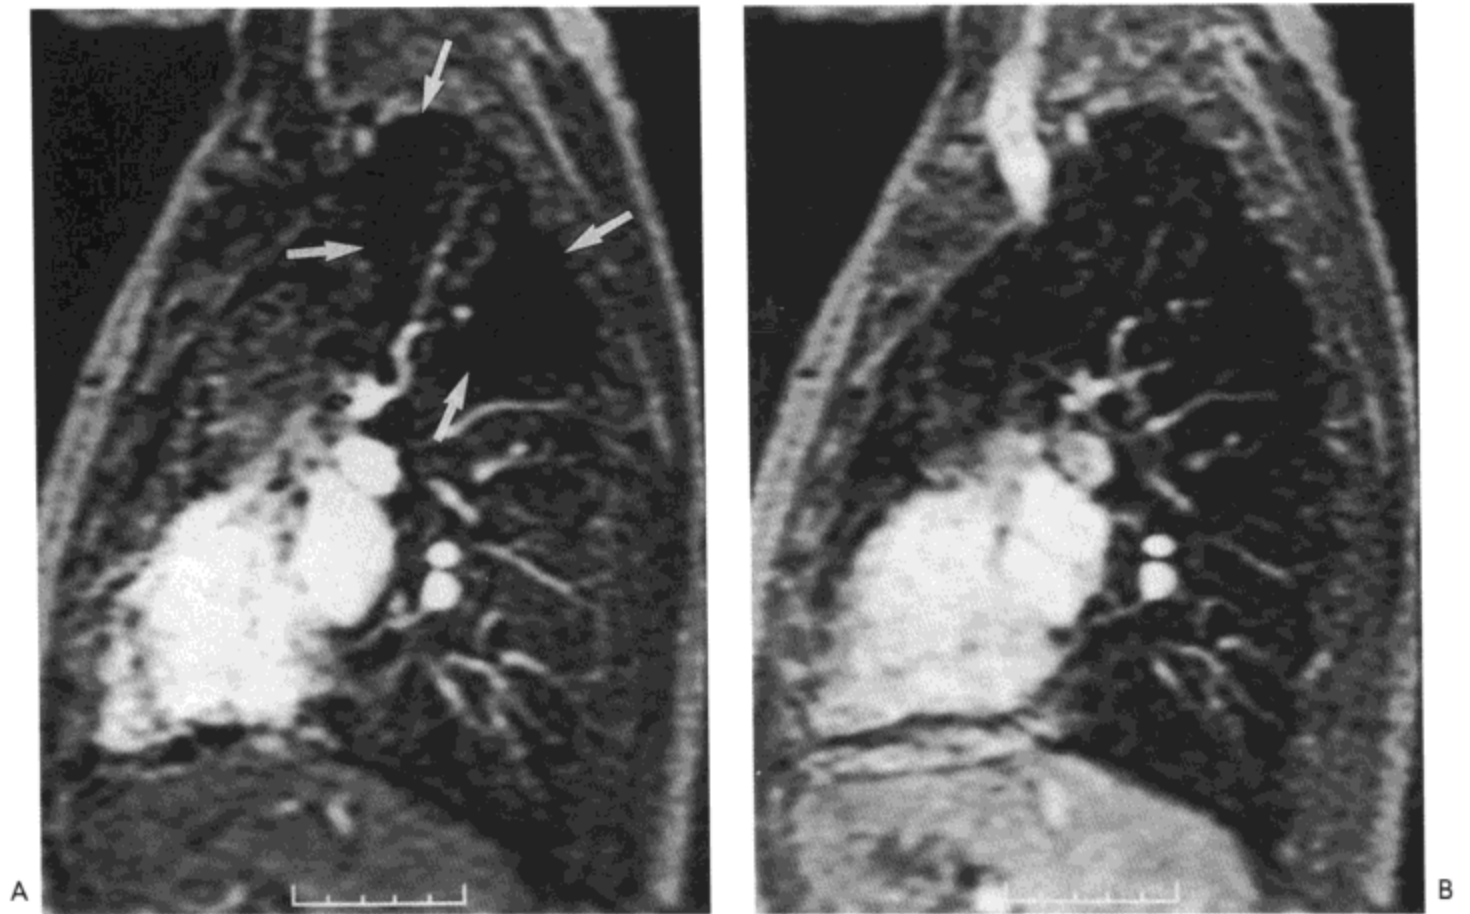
Takayasu 动脉炎。A：肺动脉期矢状灌注 MRI 示右肺尖与上叶后段灌注缺损（箭头）。B：系统动脉期影像示右肺尖、后段的信号强度与其他部位的肺相同。病人女，32 岁。
